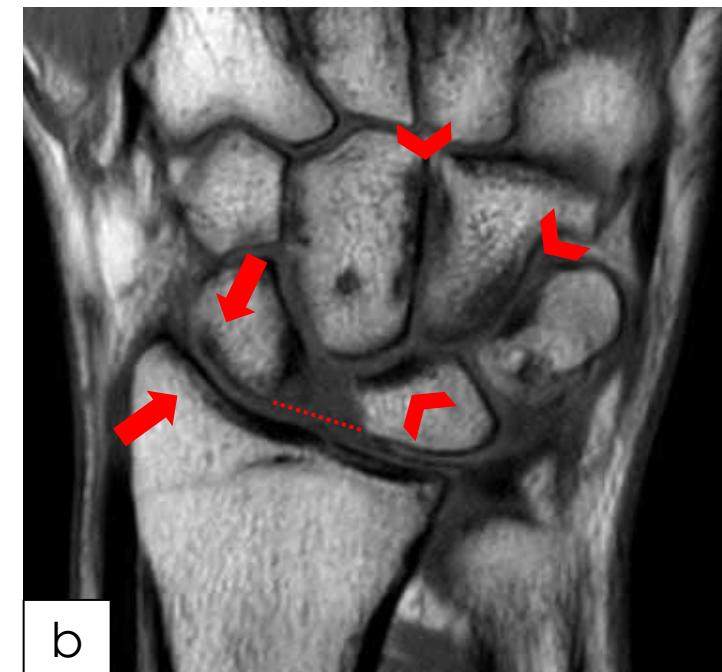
a) Radiografía simple en proyección anteroposterior en la que se observa una diástasis escafolunar. b) RM T1 corte coronal de este mismo paciente en el que se puede apreciar con mayor detalle los cambios degenerativos radioescafoideos (flechas), así como entre el semilunar, grande, piramidal y ganchoso (puntas de flecha). Hallazgos compatibles con SLAC estadio IV.
